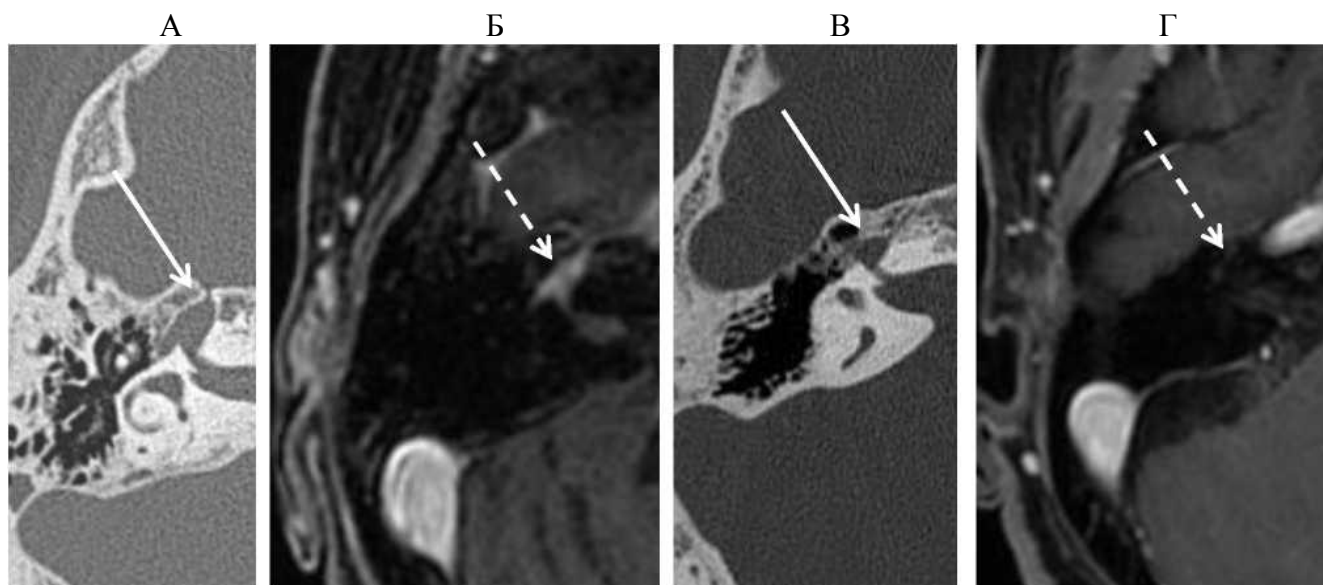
А, Б, В, Г: серия изображений различных пациентов. А, Б – пациент Б., 19 лет; А – на КТ видно расширение коленчатого ганглия (стрелка), Б – на МРТ есть накопление контрастного препарата небольшой шванномой в области коленчатого ганглия (пунктирная стрелка); В, Г – пациент М., 34 года. В – на КТ аналогичное расширение в области коленчатого ганглия (стрелка), однако на МРТ (Г) опухоль не подтверждается (пунктирная стрелка)
